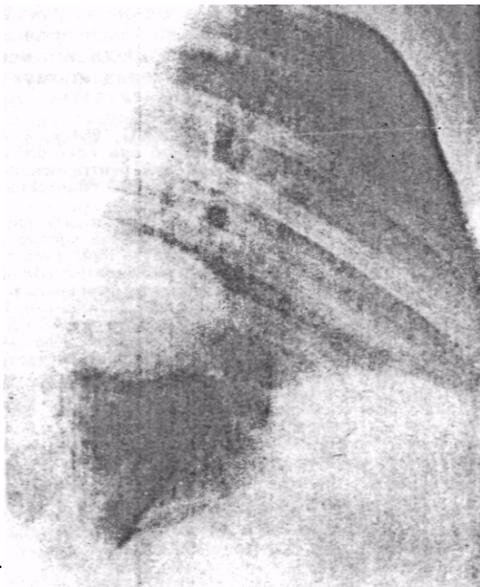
Боковая рентгенограмма правого легкого той же больной.
